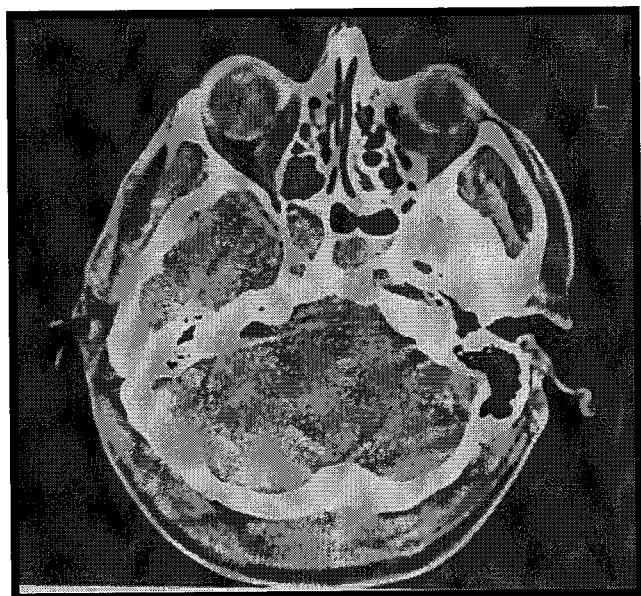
Olgı-1 (S.K., 9 yaş, normal BT ve 24 saat sonraki kontrolü)
